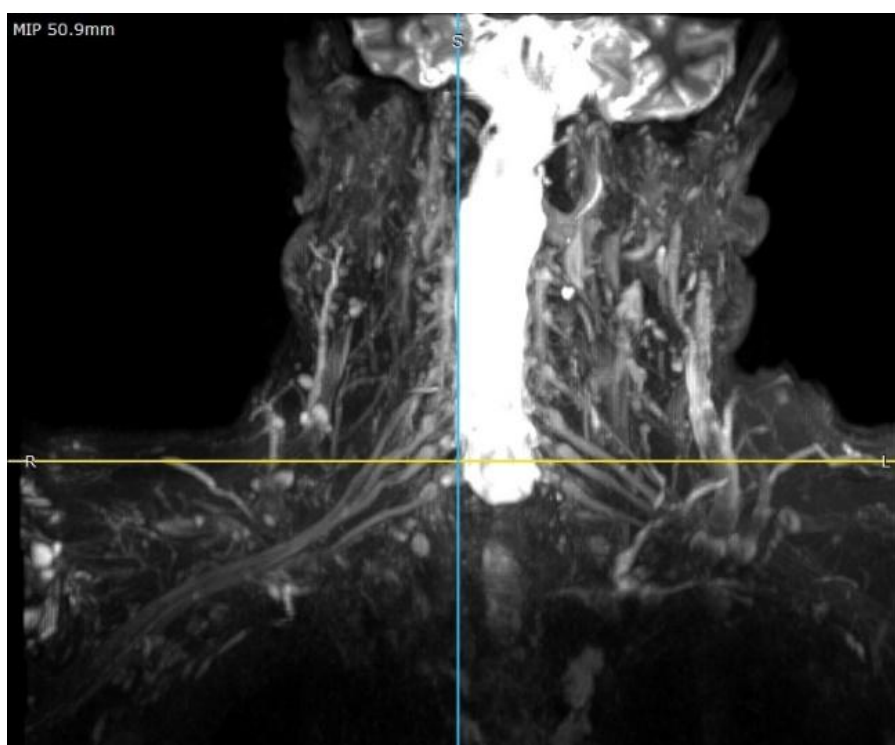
Результат магнитной резонансной томографии плечевого сплетения.
